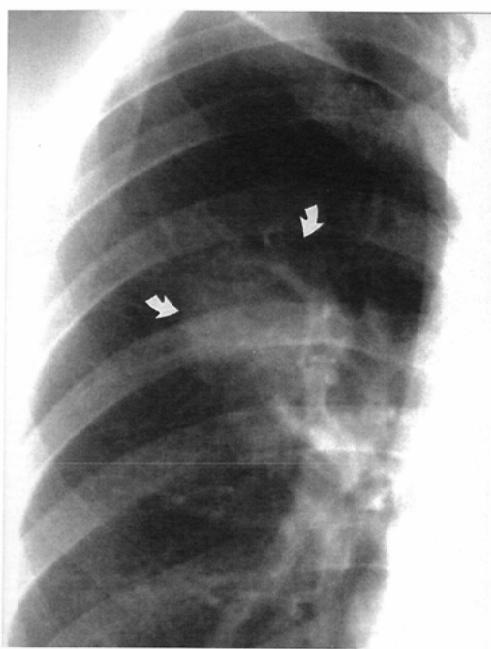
A 44-year-old man with fever, cough, sputum, and elevated WBC and CRP. Initial chest radiograph shows a slightly dense, ill-defined 4 cm mass (curved arrows) in the right mid-lung field. Antibiotic therapy resulted in resolution of the mass by the 20th day.
